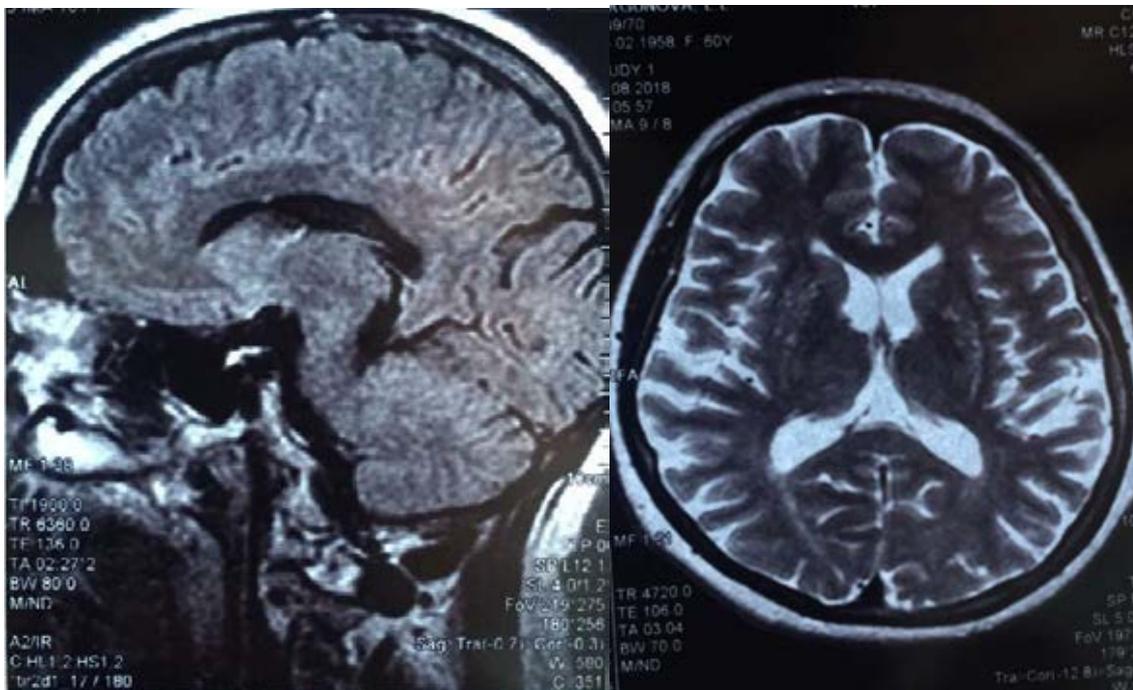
МРТ головного мозга пациентки С.
